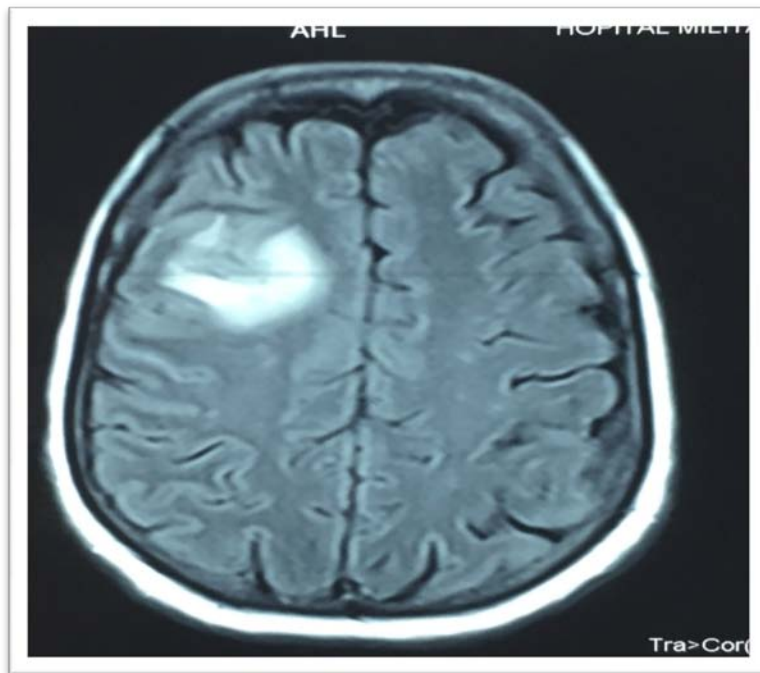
IRM cérébrale montrant une métastase cérébrale du lobe frontal droit.
